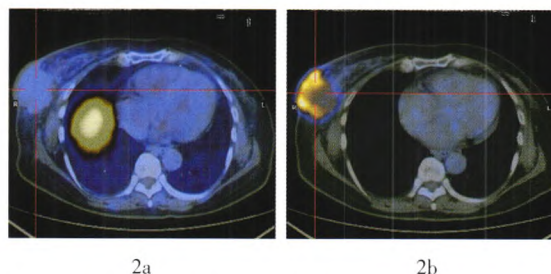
患者69岁,右乳腺浸润性导管癌伴右侧腋窝、右锁骨上多发淋巴结转移,ER阴性,右乳外下象限病灶(十字交叉处)大小约5.3 cm×5.4 cm。图中,2a:  $^{18}\text{F}$ -FES PET/CT显像放射性分布未见增高,  $\text{SUV}_{\max}$  为0.7; 2b:  $^{18}\text{F}$ -FDG PET/CT显像示放射性异常浓聚,  $\text{SUV}_{\max}$  为5.6;其中,ER: 雌激素受体;  $^{18}\text{F}$ -FES:  $16\alpha$ -[ $^{18}\text{F}$ ]氟-17 $\beta$ -雌二醇;  $\text{SUV}_{\max}$ : 最大标准化摄取值。
